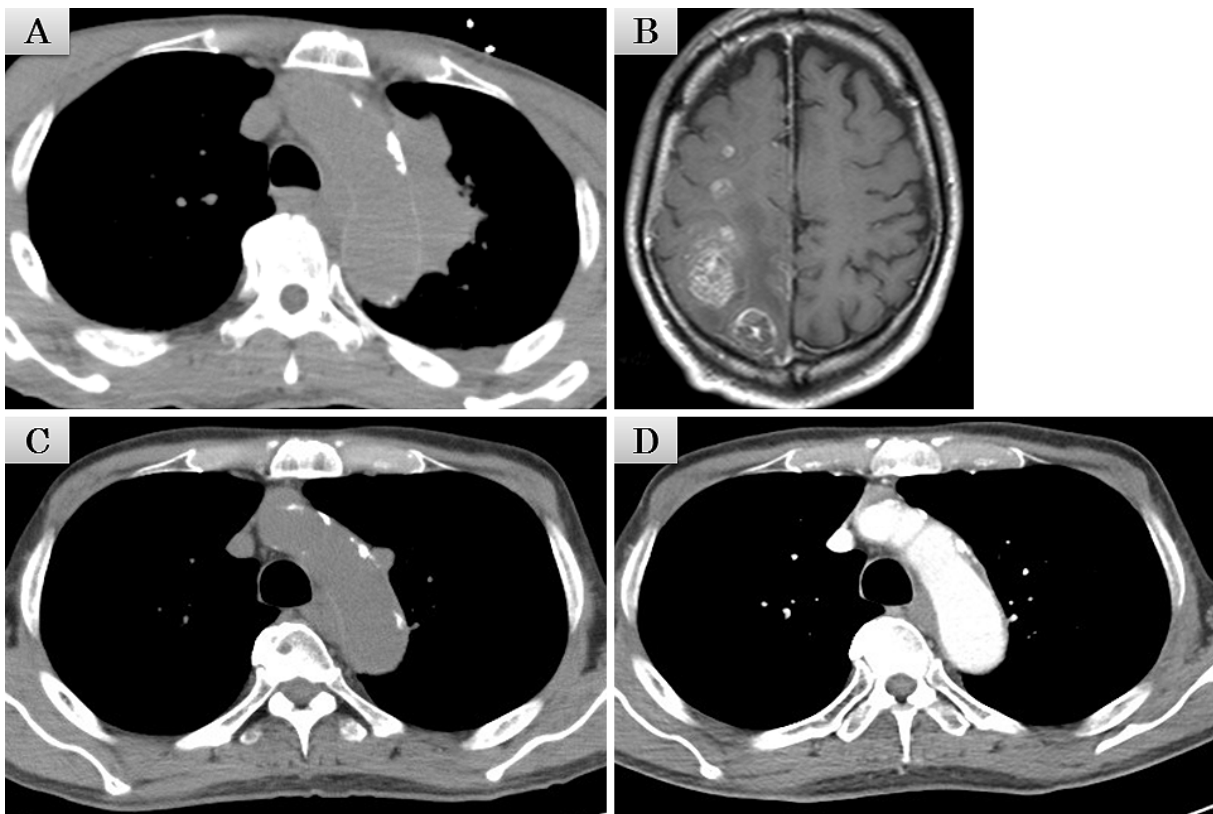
Chest computed tomography (CT) findings of case 5 at the diagnosis showed a mass lesion in the para-aortic arch (A). Magnetic resonance imaging at the diagnosis showed multiple brain metastases in the right parietal lobe (B). Chest CT findings of case 5 before nivolumab treatment. The pleural nodule in the paraaortic arch before (C) and after ten courses of nivolumab treatment (D). The lesion had shrunk after treatment.
